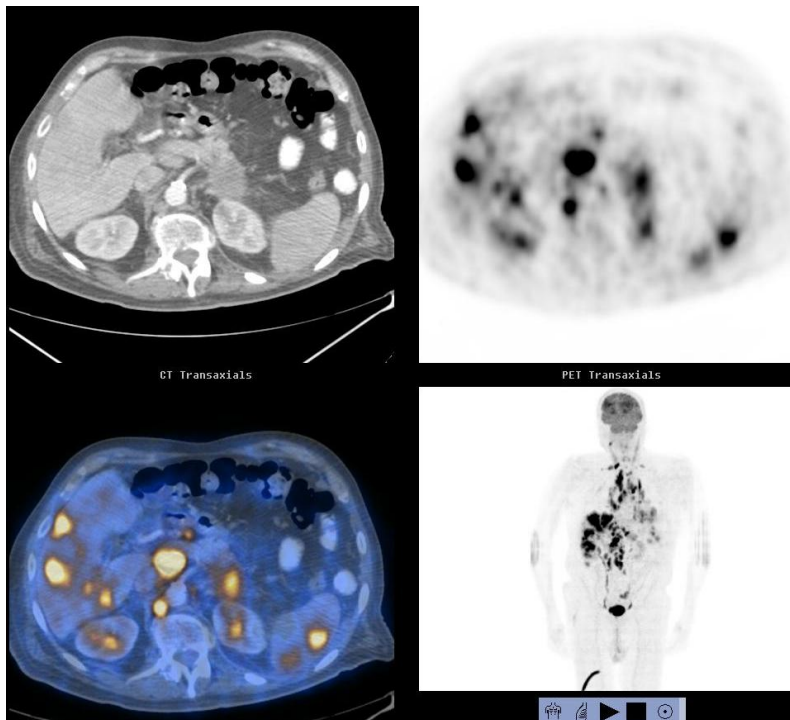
Diagnóstico patológico linfoma Hodgkin, el PET/CT fue positivo para neoplasia, pero localizó el primario en páncreas.
